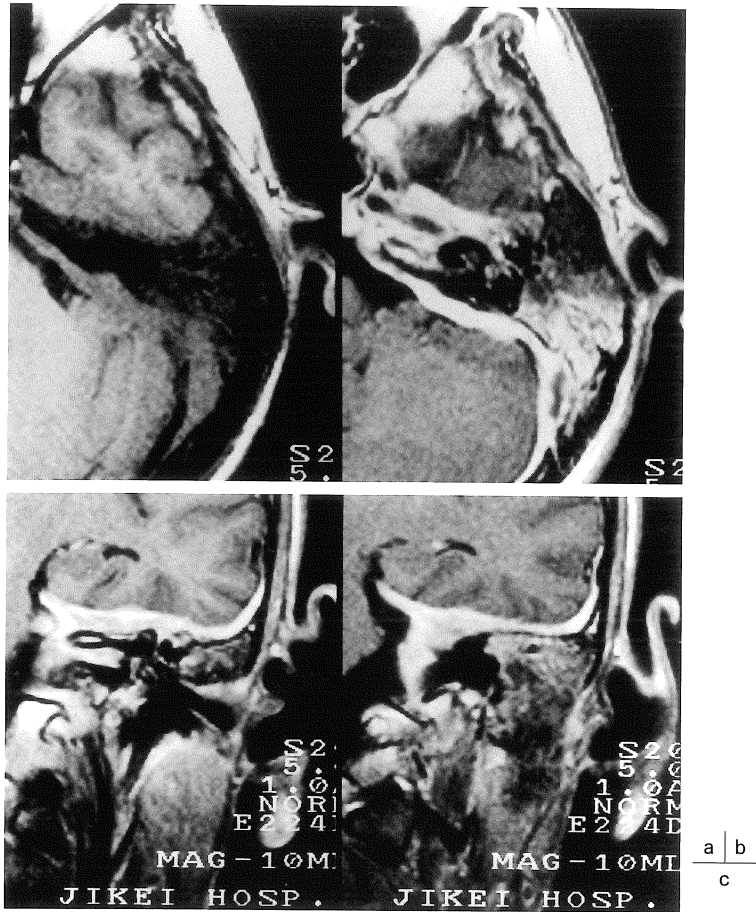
MRI of the temporal bone.
